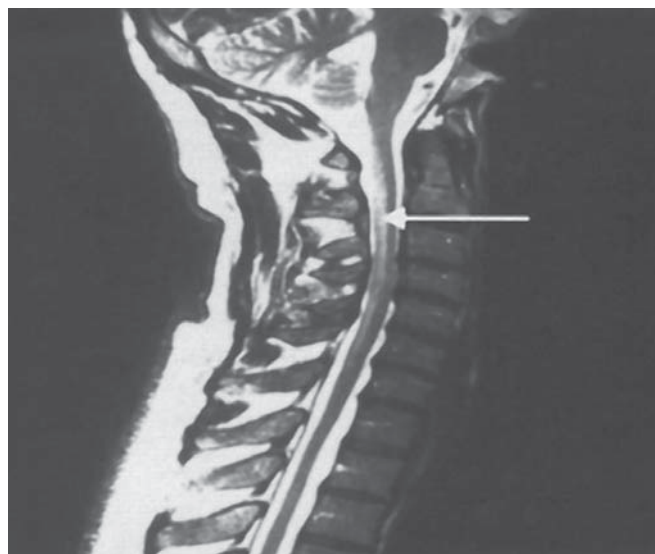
Corte sagital de una IRM de columna cervical de un paciente con degeneración combinada subaguda de los cordones posteriores. Observe lesiones hiperintensas (flecha).
